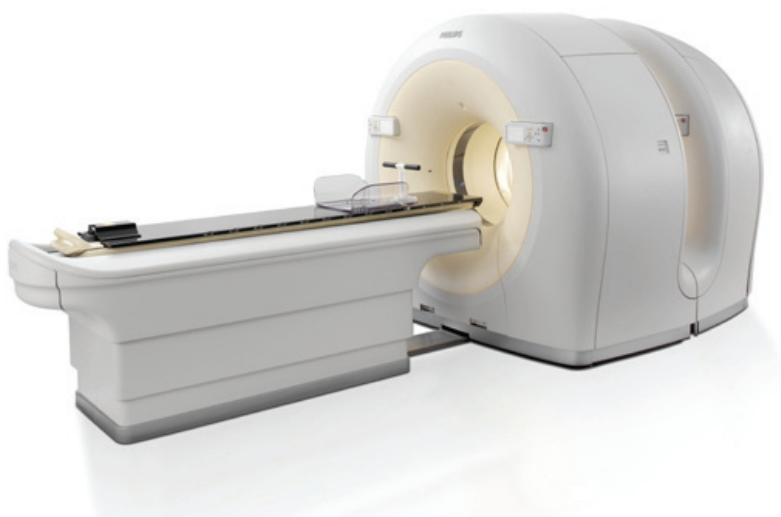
Tomógrafo PET/CT Gemini GXL Philips (retirado de (CapMed+)).
